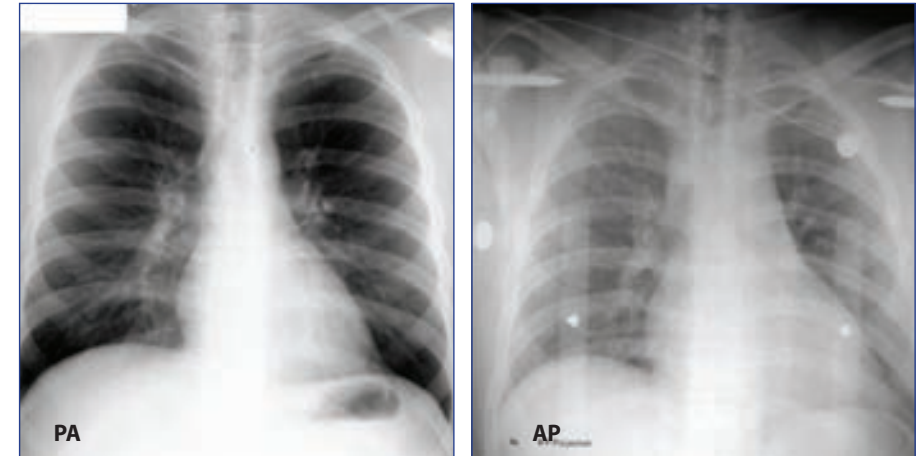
Göğüs radyografisinin PA ve AP pozisyonlarında kalp gölgesinin karşılaştırılması: AP'ye (sağda) karşı PA görünüm (solda). AP filmde kalp daha büyük görünür.
